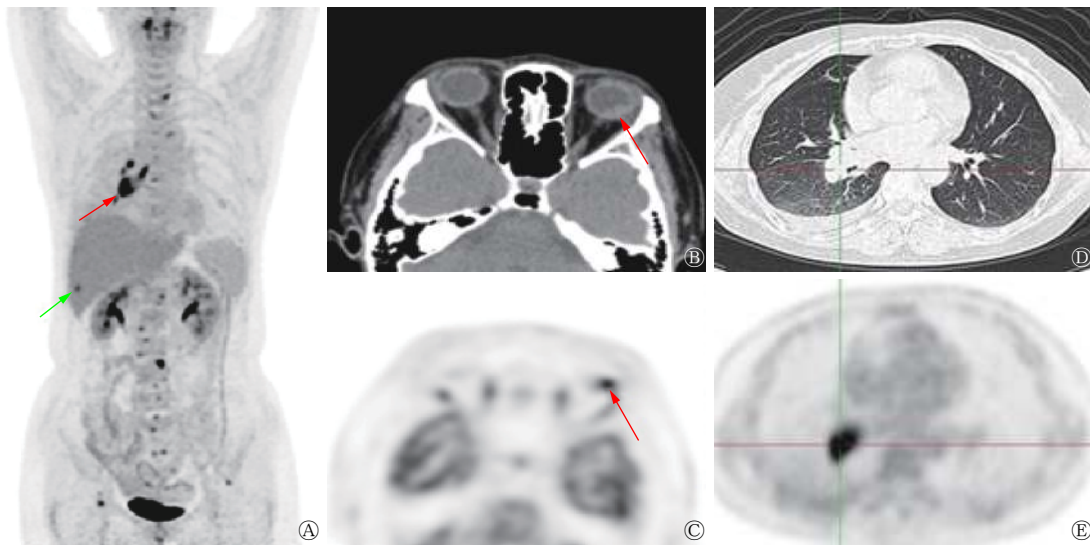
肺腺癌伴左眼及肝、多发淋巴结和骨转移患者(女性, 50岁)的¹⁸F-FDG PET/CT图像 患者左眼视物黑影3月余, 外院MRI检查显示左眼球后壁占位, 考虑血管瘤可能性大, 脉络膜黑色素瘤不完全除外。图中, A: PET MIP显示右肺癌(红色箭头)伴肝(绿色箭头)、多发淋巴结及骨转移灶, 对¹⁸F-FDG的摄取增高; B: CT横断面显示左眼后壁颞侧呈梭形增厚(红色箭头); C: PET横断面显示左眼后壁颞侧对¹⁸F-FDG的摄取增高(红色箭头); D: CT横断面显示右肺下叶外基底段结节伴局部支气管闭塞(十字交叉); E: PET横断面显示右肺结节对¹⁸F-FDG的摄取增高(十字交叉)。FDG: 氟脱氧葡萄糖; PET: 正电子发射断层显像术; CT: 计算机体层摄影术; MRI: 磁共振成像; MIP: 最大密度投影
